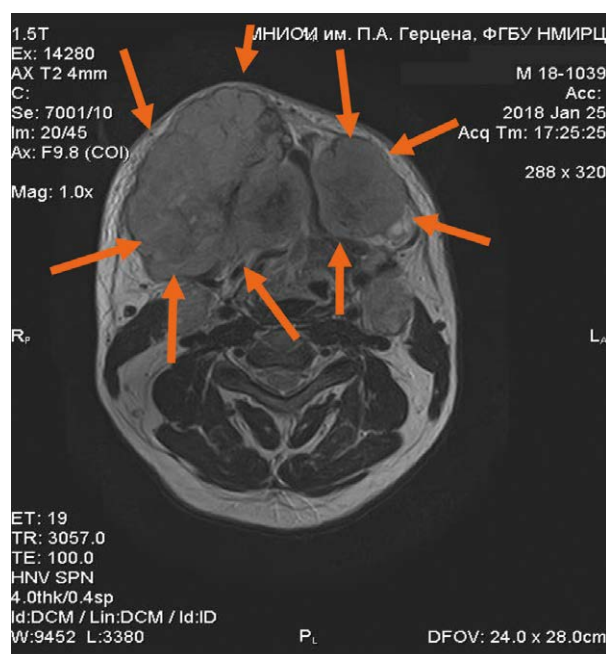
МРТ больного М. до начала терапии ниволумабом, фронтальная проекция. Стрелками указаны границы опухоли.
